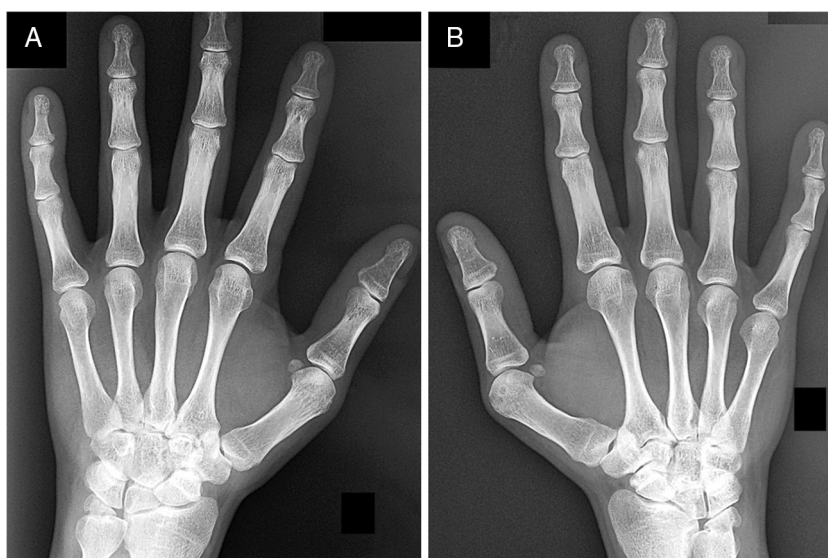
Radiografías anteroposterior de carpos izquierdo (A) y derecho (B) mostrando deformidad de Madelung bilateral.
